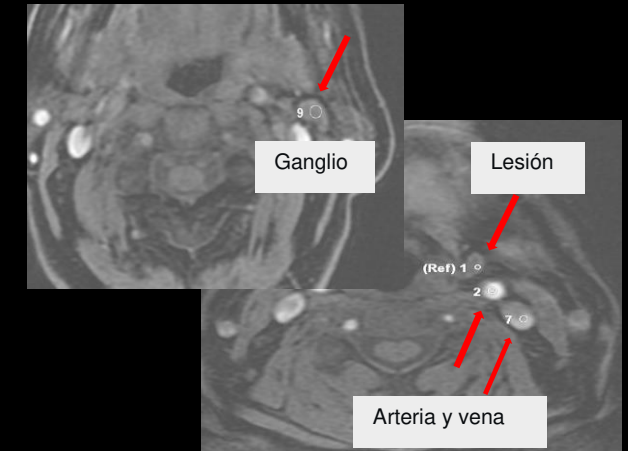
RM cervical (mismo paciente que en figura 6), secuencias axiales T1 de estudio dinámico post-contraste (C,D,E) y curvas comparativas (F). Observamos como la lesión (→) capta contraste de manera precoz en la fase arterial y tiene un comportamiento dinámico distinto de los ganglios adyacentes. Hallazgos en relación con adenoma paratiroideo.
